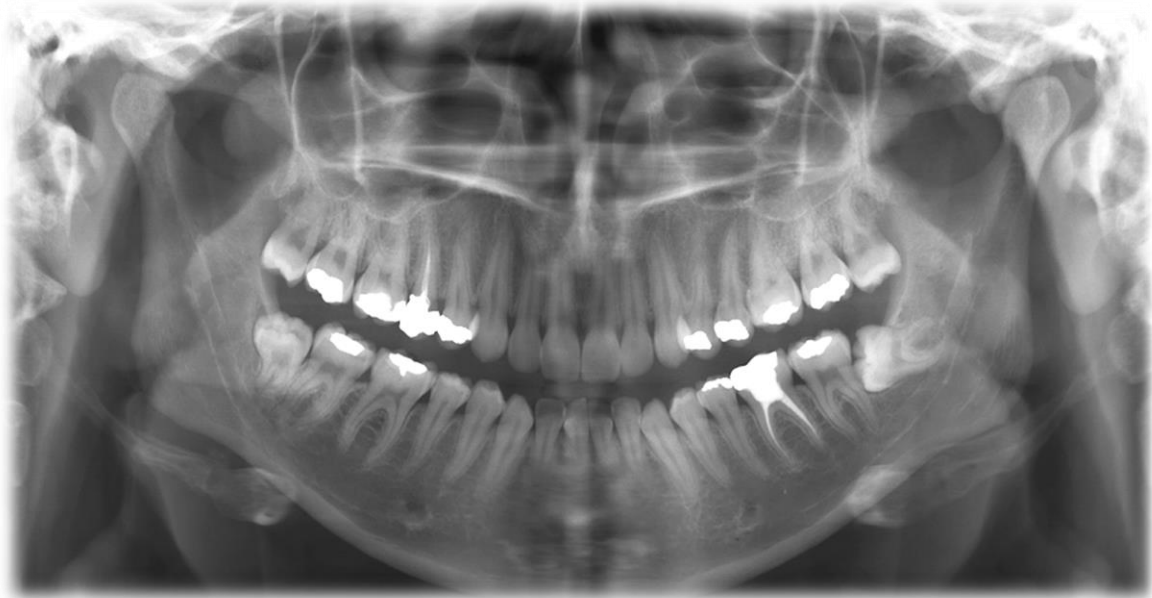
Radiografía Panorámica²⁴.
